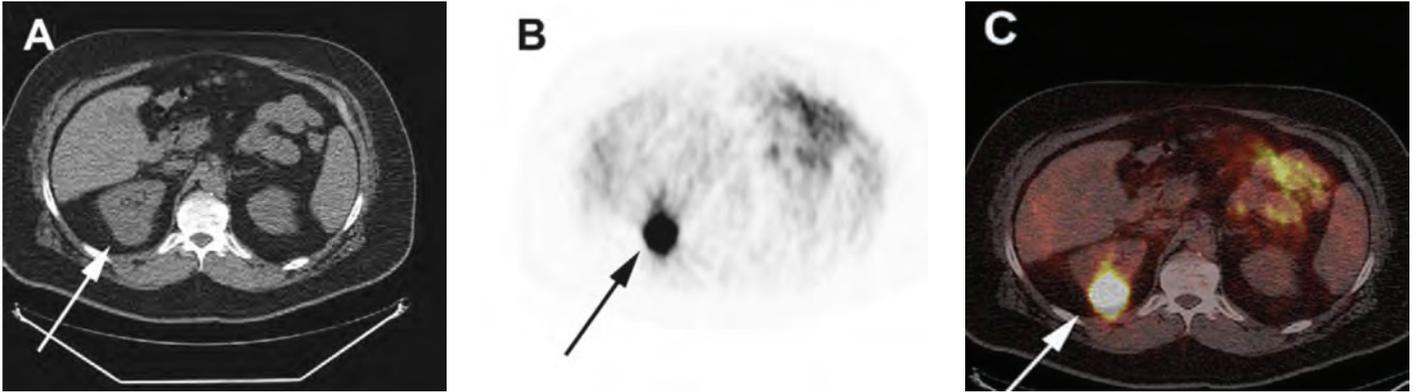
[1]: Nierentumor Oberpol rechts. A: Axiales CT. B: Axiales PET. C: Fusion als PET-CT
